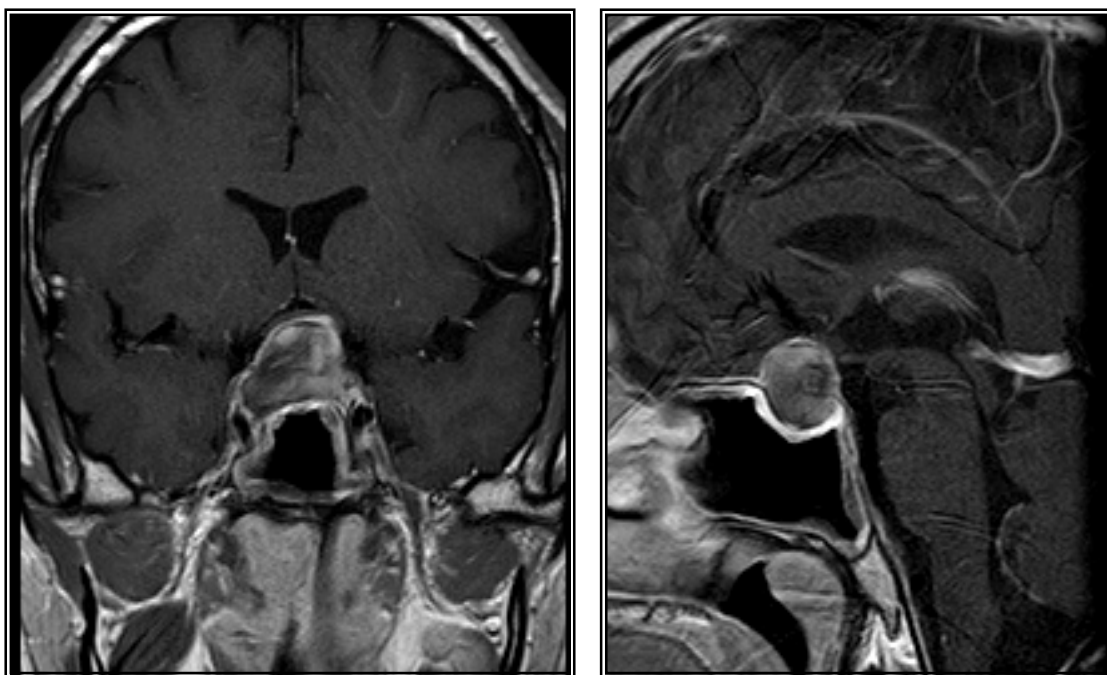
Imágenes coronal y sagital de RM preoperatoria, secuencias T1 con contraste intravenoso. Se identifica una lesión intraselar que alcanza aproximadamente 18 x 17 x 24 mm en sus ejes craneocaudal, anteroposterior y transversal máximos respectivamente. Muestra una señal heterogénea con zonas de hiperintensidad en secuencias T1, con áreas isointensas en su interior, así como una hipointensidad heterogénea en secuencias T2, compatibles con sangrado intralesional. Debido al tamaño, la lesión presenta una extensión supraselar de tal forma que contacta y deforma el quiasma óptico. Asimismo, también se relaciona con ambos sifones carotídeos, a los que desplaza levemente pero sin rodearlos.
